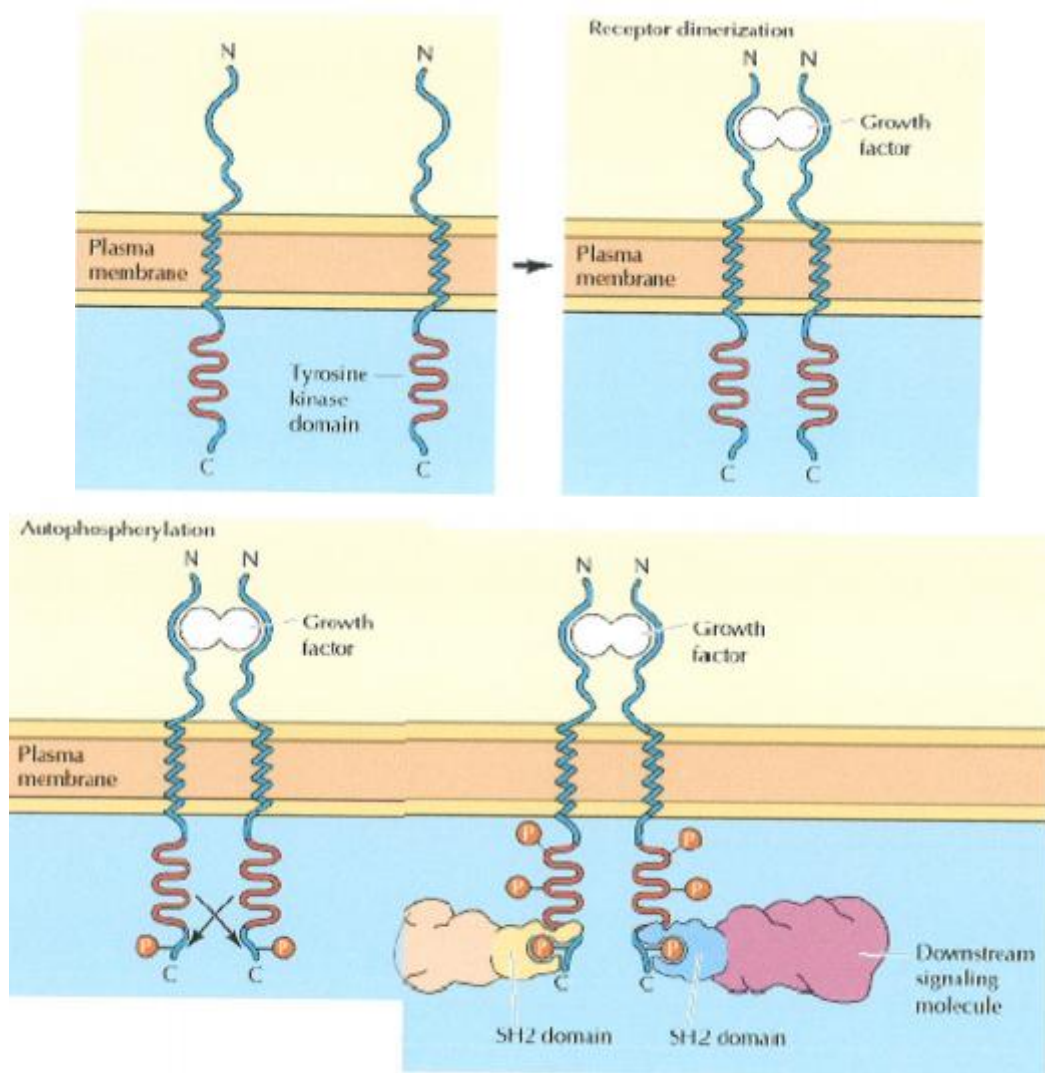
Fonctionnement normal du récepteur TK [47]
